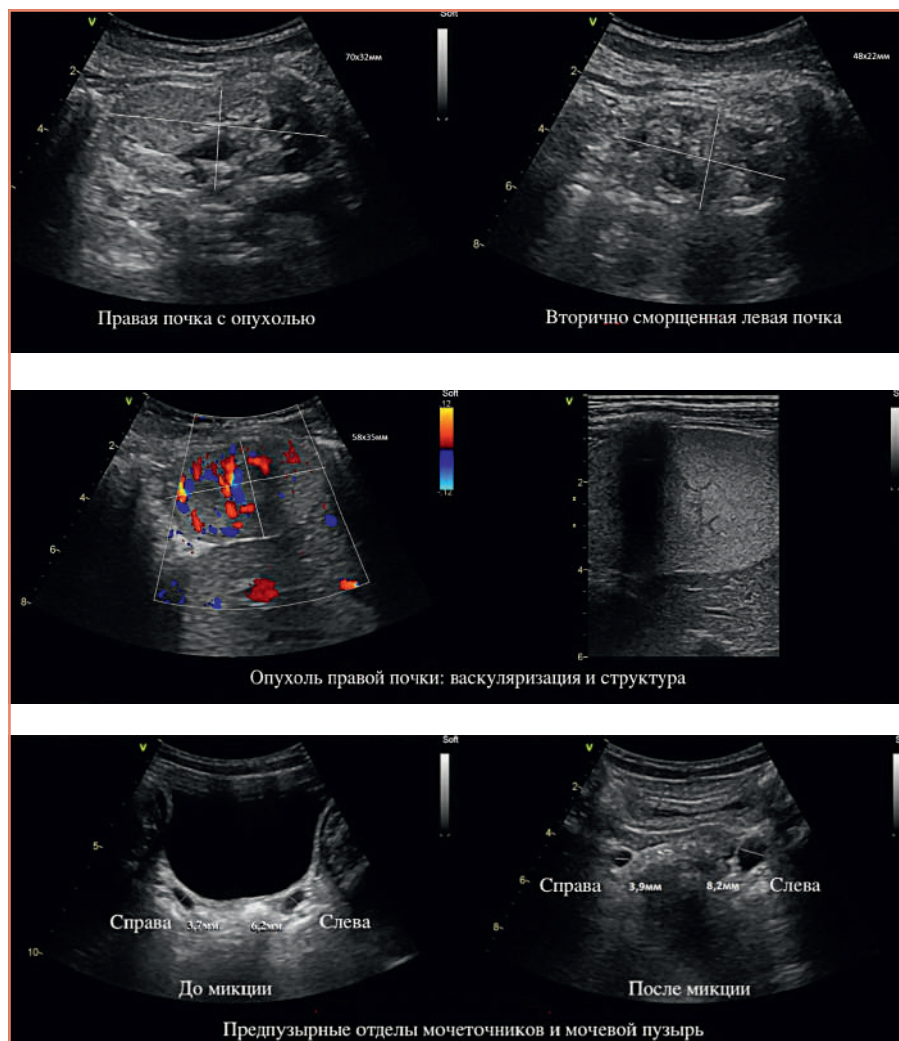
Ультрасонография мочевого пузыря [предоставлено авторами] / Ultrasonography of the urinary system [provided by the authors]
